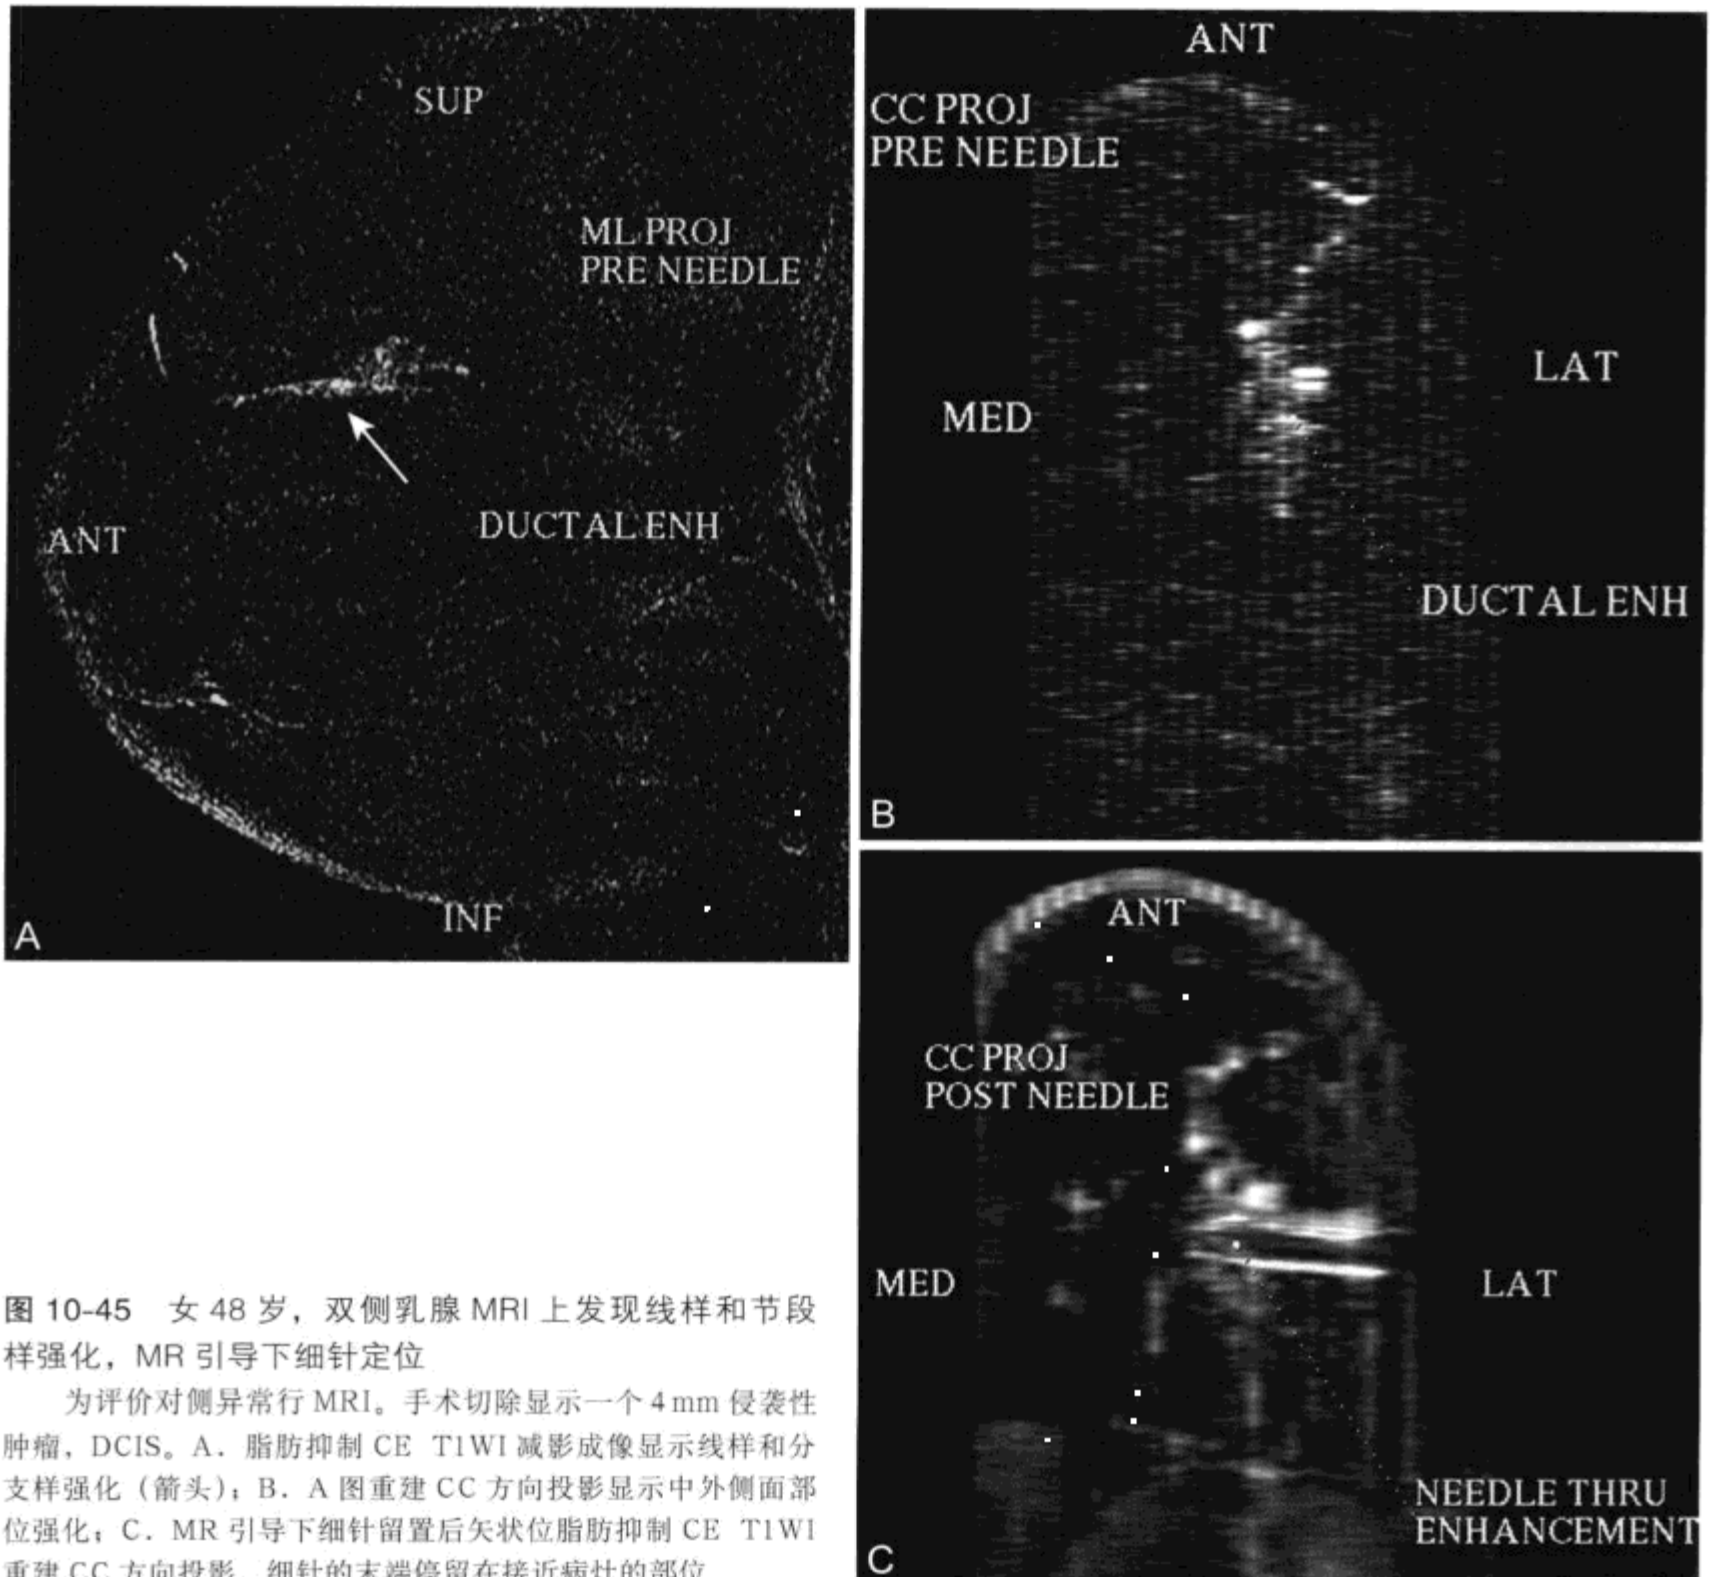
女 48 岁，双侧乳腺 MRI 上发现线样和节段样强化，MR 引导下细针定位
